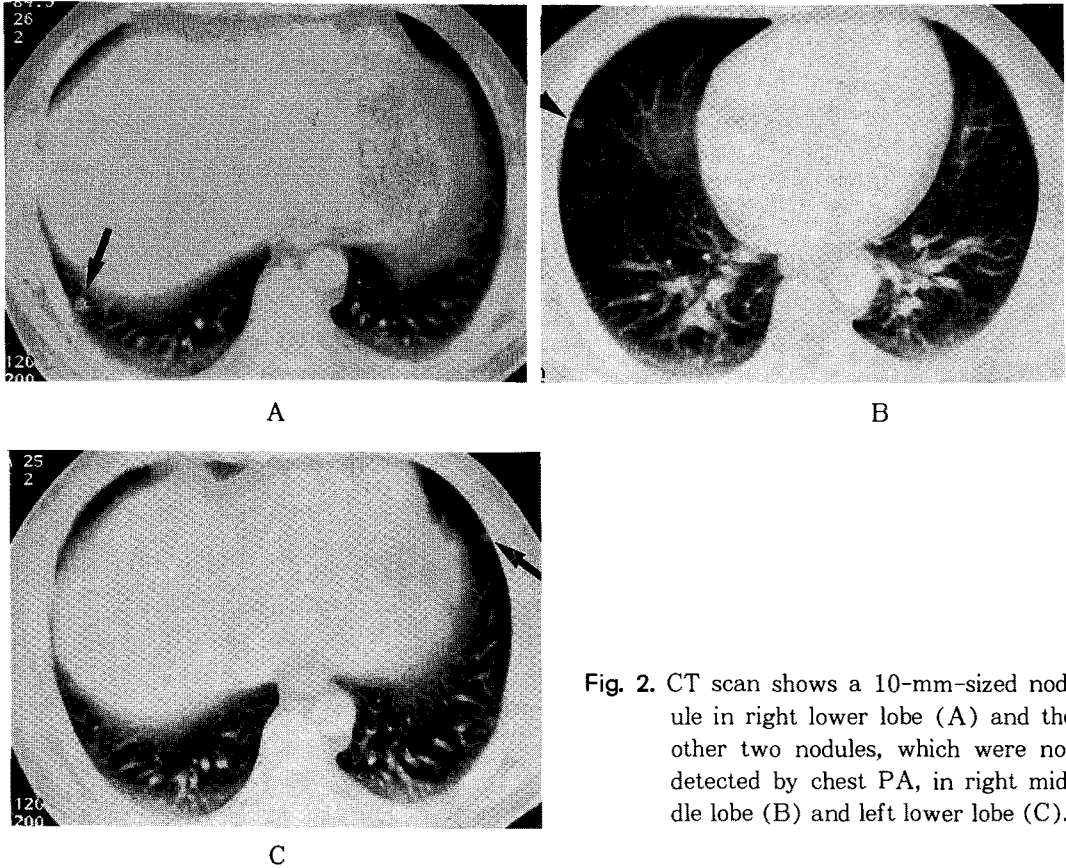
CT scan shows a 10-mm-sized nodule in right lower lobe (A) and the other two nodules, which were not detected by chest PA, in right middle lobe (B) and left lower lobe (C).
